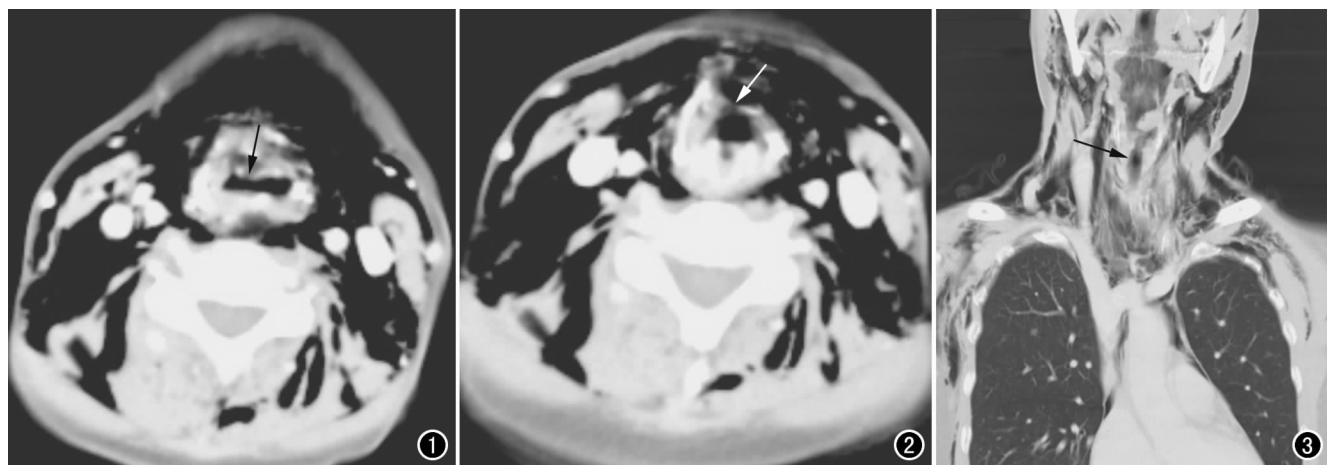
CT 平扫示喉甲状软骨塌陷,喉腔变扁(箭),前缘见裂隙样低密度影。图 2 CT 示气管前缘有线样低密度影(箭),管腔狭窄,周围间隙模糊。图 3 冠状面重组图像示气管上段管腔变形狭窄(箭),颈胸部皮下及纵隔内积气。
